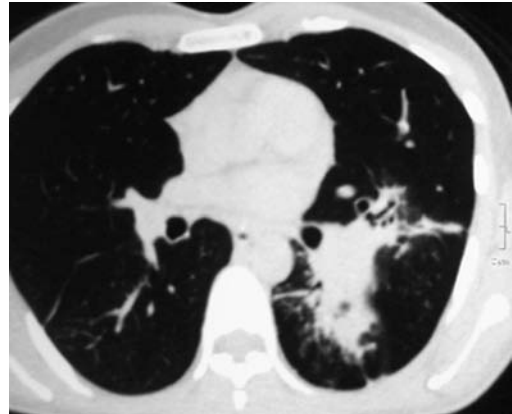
TAC tórax que muestra consolidación del espacio aéreo pulmonar izquierdo perihiliar con extensión transcisural.
